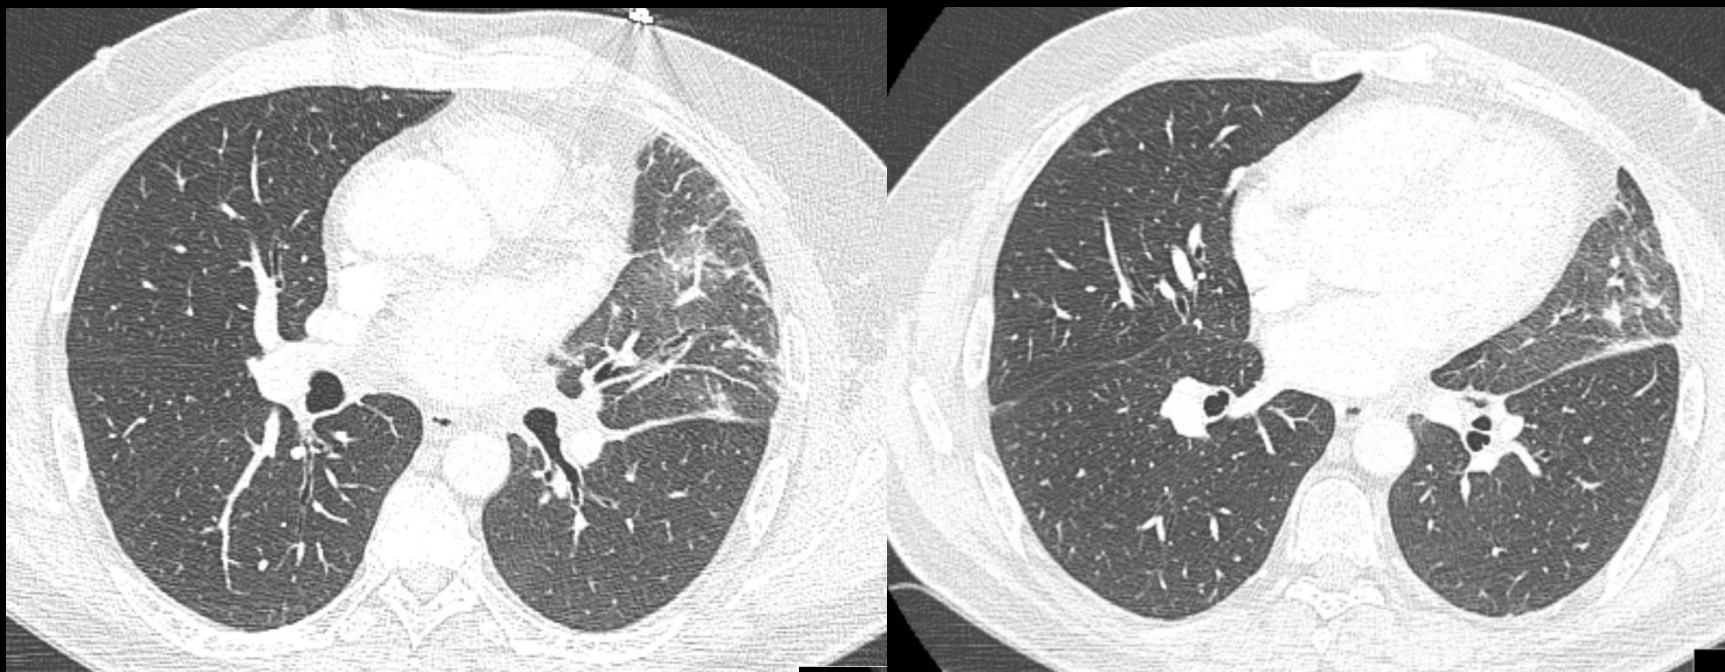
Agio-TC de arterias pulmonares, cortes axiales con ventana de parénquima.
